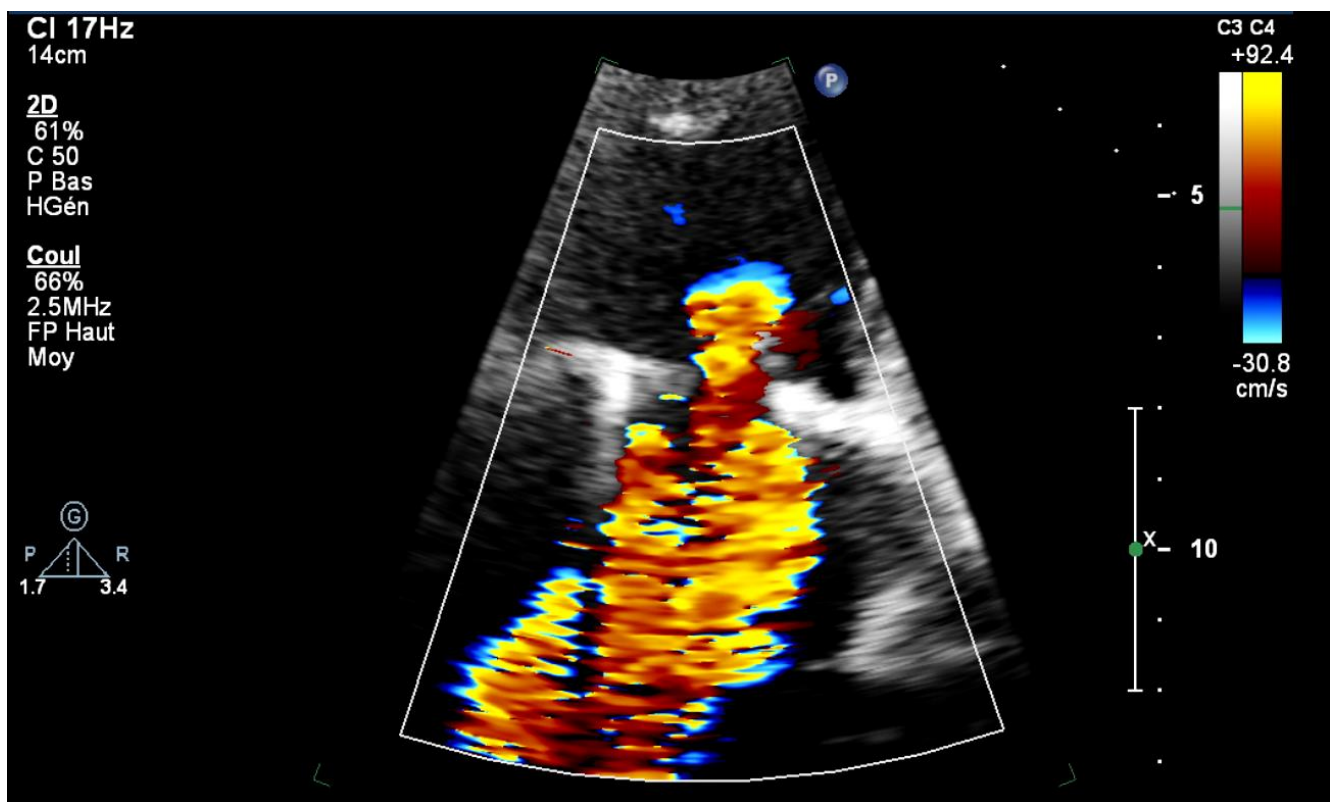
Image échographique d'une patiente de notre série objectivant une IT massive
